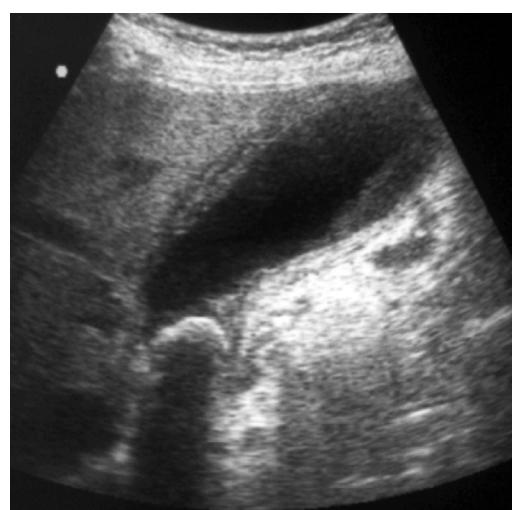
Ultrassonografia com achados de colecistite aguda litíásica: notar a imagem hiperecogênica impactada no infundíbulo com sombra acústica posterior, o edema e a delaminação da parede vesicular
